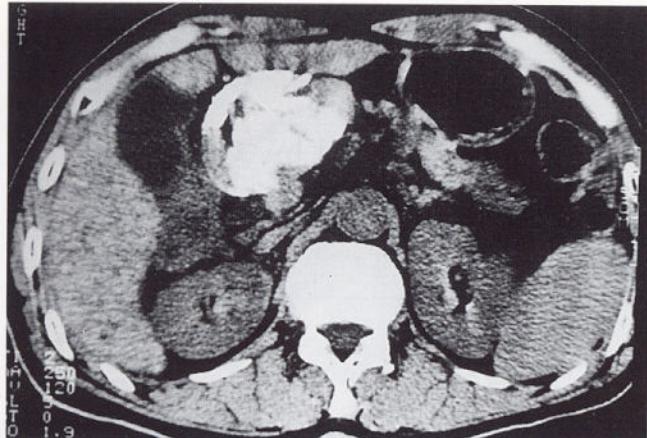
CT scan immediately taken after 1st session of hot saline injection shows dense uptake of contrast media and lipiodol inside the tumor.
